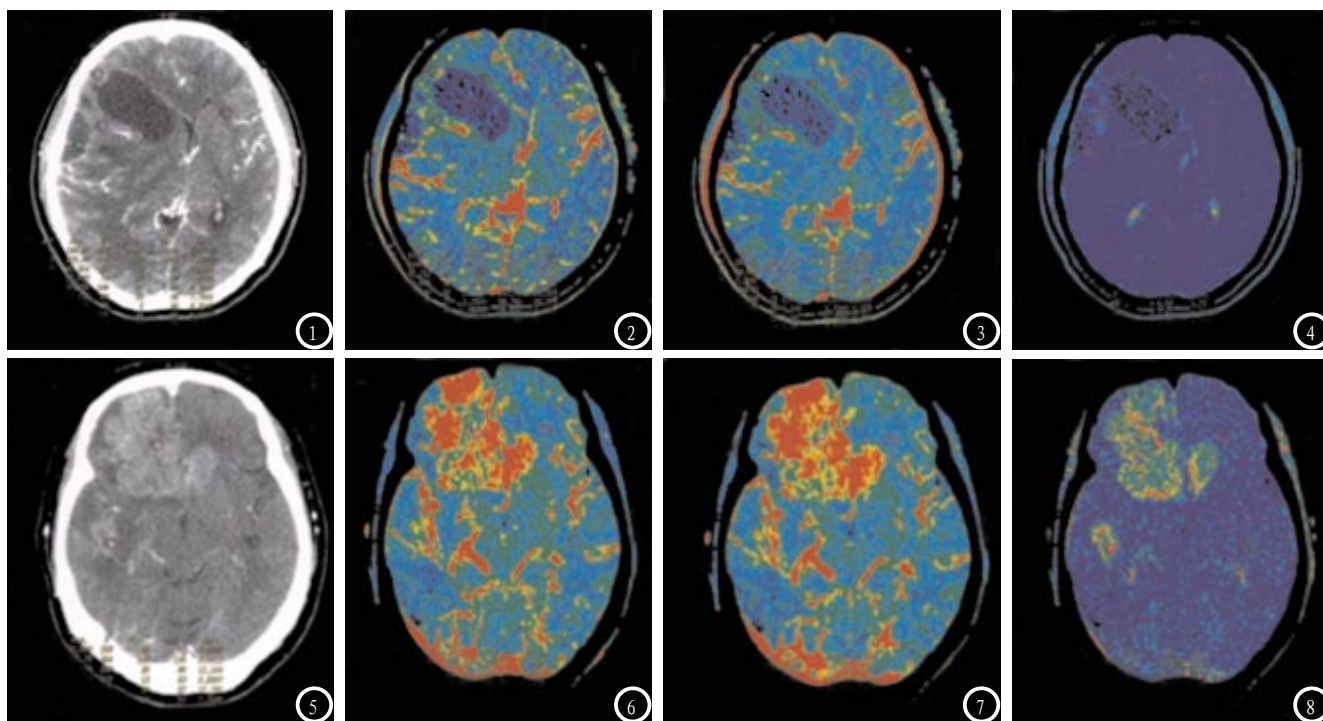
低级 (I-II级) 星形细胞瘤病例影像学图片。图1 CT增强扫描图, 病灶周边轻度强化。图2为CT灌注CBF图, 病灶周边CBF值轻度增高; 图3为CT灌注CBV图, 病灶周边CBV值轻度增高; 图4为CT灌注PS图, 病灶周边PS值轻度增高。图5-8 高级别组病例 (多形胶质母细胞瘤) 影像学图片。图5为CT增强扫描图, 病灶明显强化; 图6为CT灌注CBF图, 病灶区CBF值明显升高; 图7为CT灌注CBV图, 病灶区CBV值明显升高; 图8为CT灌注PS图, 病灶区PS值明显升高。
